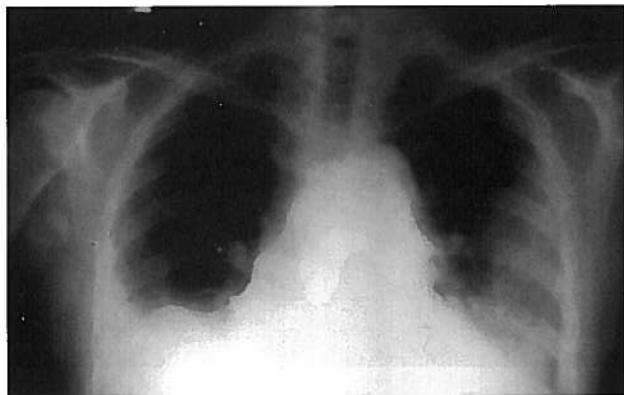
Telerradiografia do Torax (P.A.)
